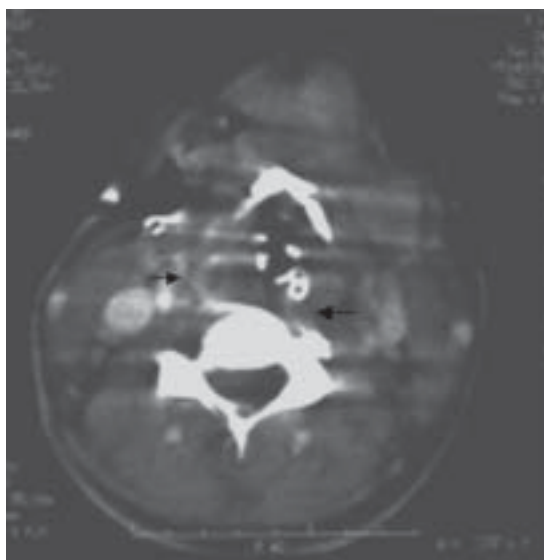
TAC de cuello, con aumento espacio retrofaríngeo.
